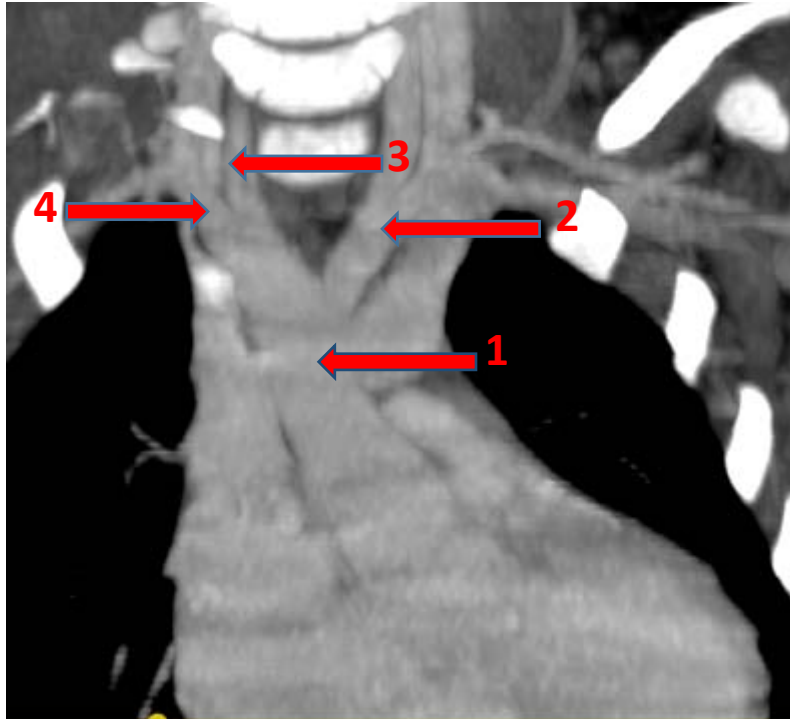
TDM thoracique, en coupe sagittale, après injection de produit de contraste, avec reconstruction en MIP : Arc aortique à droite avec disposition en miroir des vaisseaux de la base thoracique (service de radiologie CHU Mohamed VI Marrakech).
